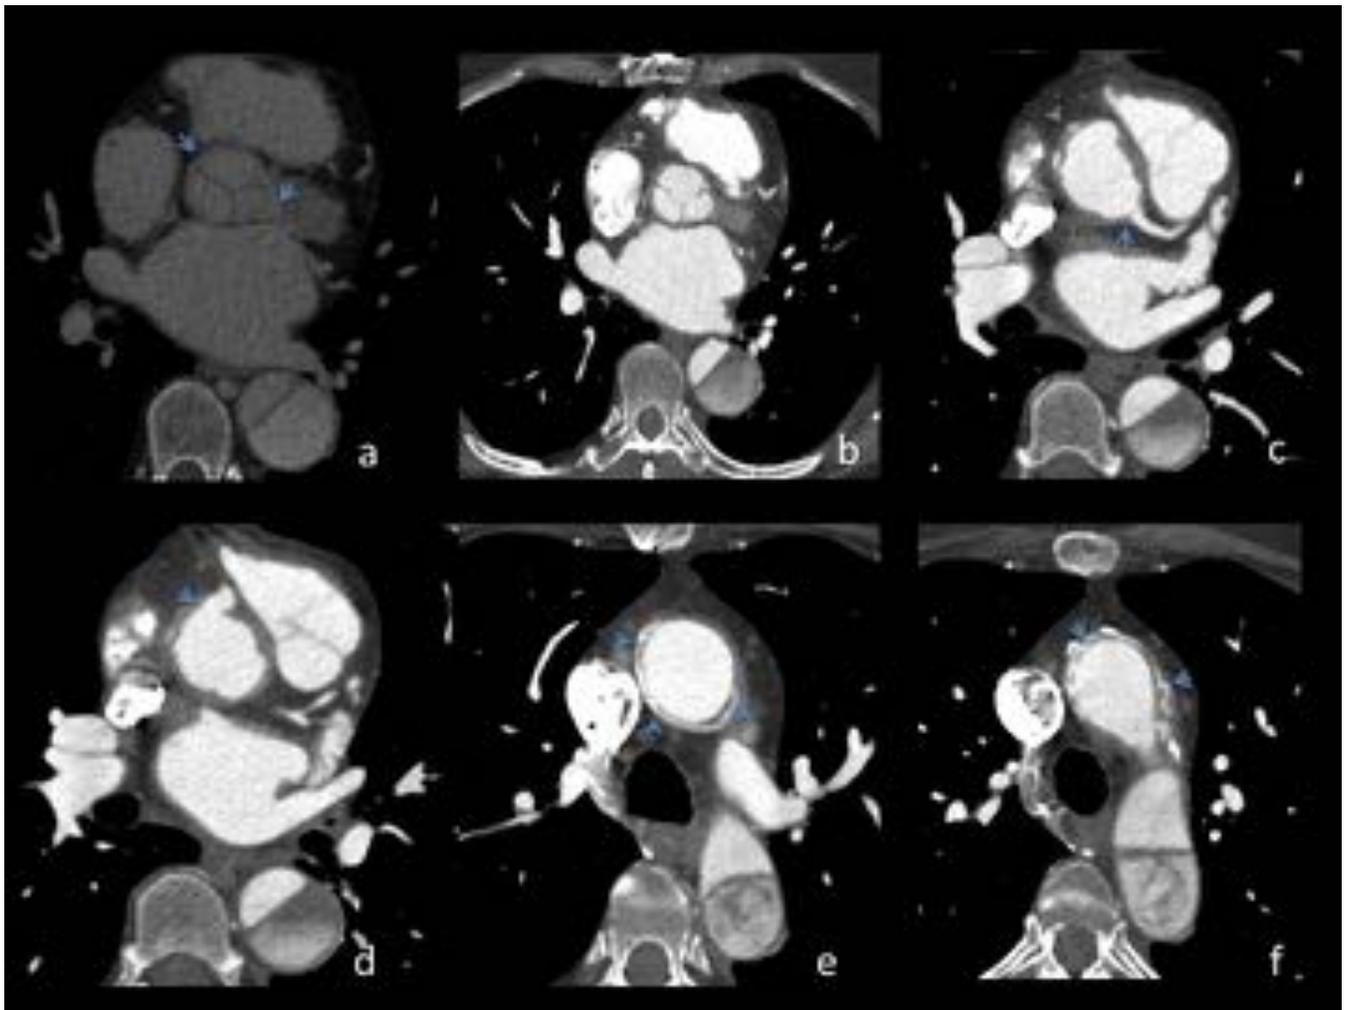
Técnica de David en mujer de 52 años de edad con disección de la raíz y aorta ascendente. (a-b) TC axial sin y con contraste, (flechas azules) la válvula aórtica conservando sus velos y resuspendida dentro del injerto tubular. (c-d) (flechas) señalan reimplantación de los ostium coronarios. (e-f) material de sutura de la anastomosis distal y disección residual.
